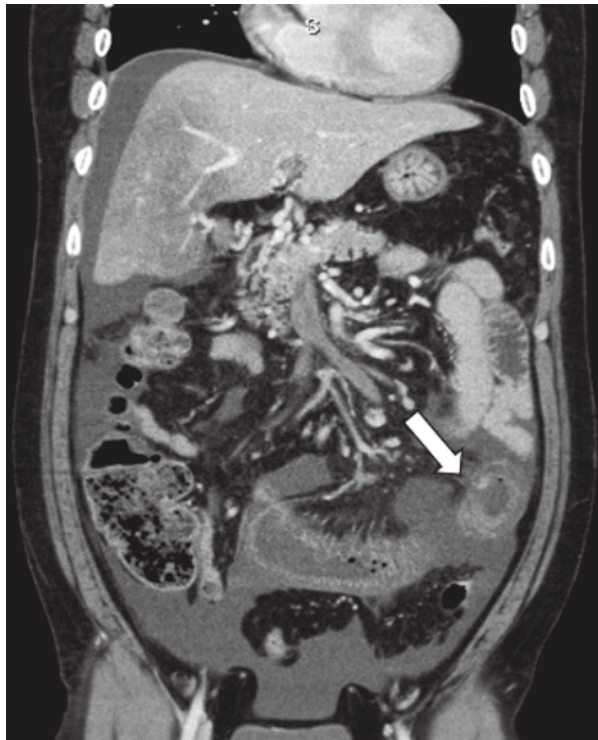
Abdominal enhanced CT findings on day 2 after onset
